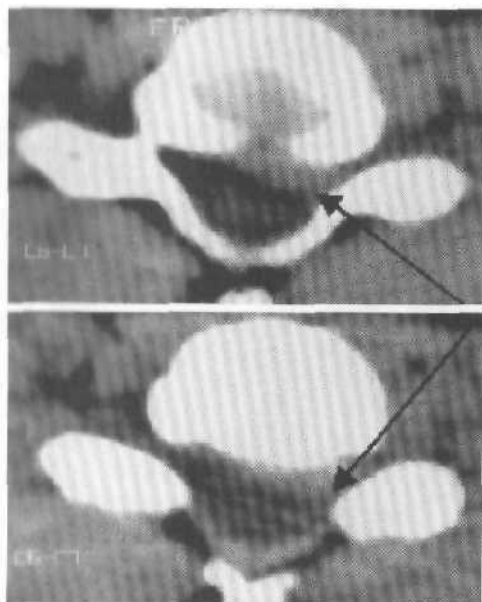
КТ шейного отдела позвоночника на уровне C_6 , аксиальная проекция. Разрастания вентральных остеофитов (указаны стрелками) с параметедианной компрессией дурального мешка и корешков.
